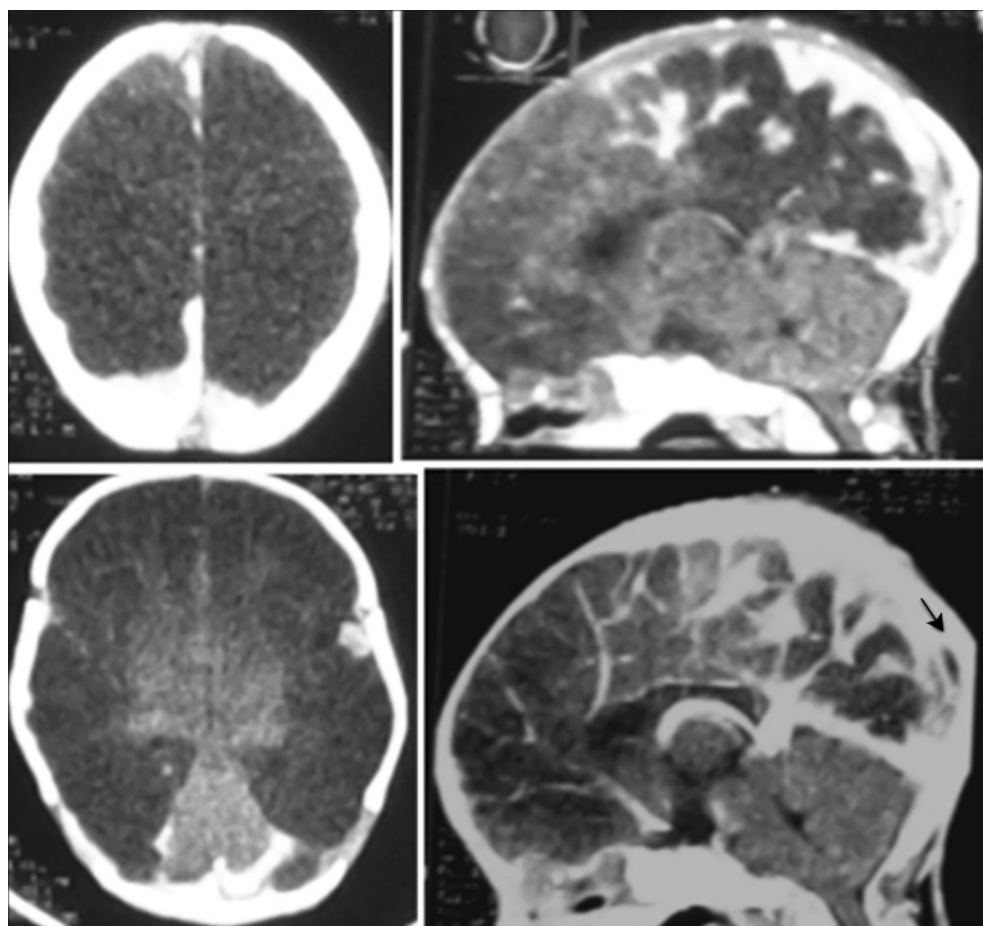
КТ (без контрастирования). Правосторонняя острая плоская субдуральная гематома справа, заходящая в межполушарную щель; острая плоская субдуральная гематома в задней ямке слева; очаг ушиба мозга слева. Понижение плотности кортикально-субкортикальных отделов полушарий мозга; симптом "яркого мозжечка"; расширение поверхностных конвекситальных вен в области межполушарной щели.
